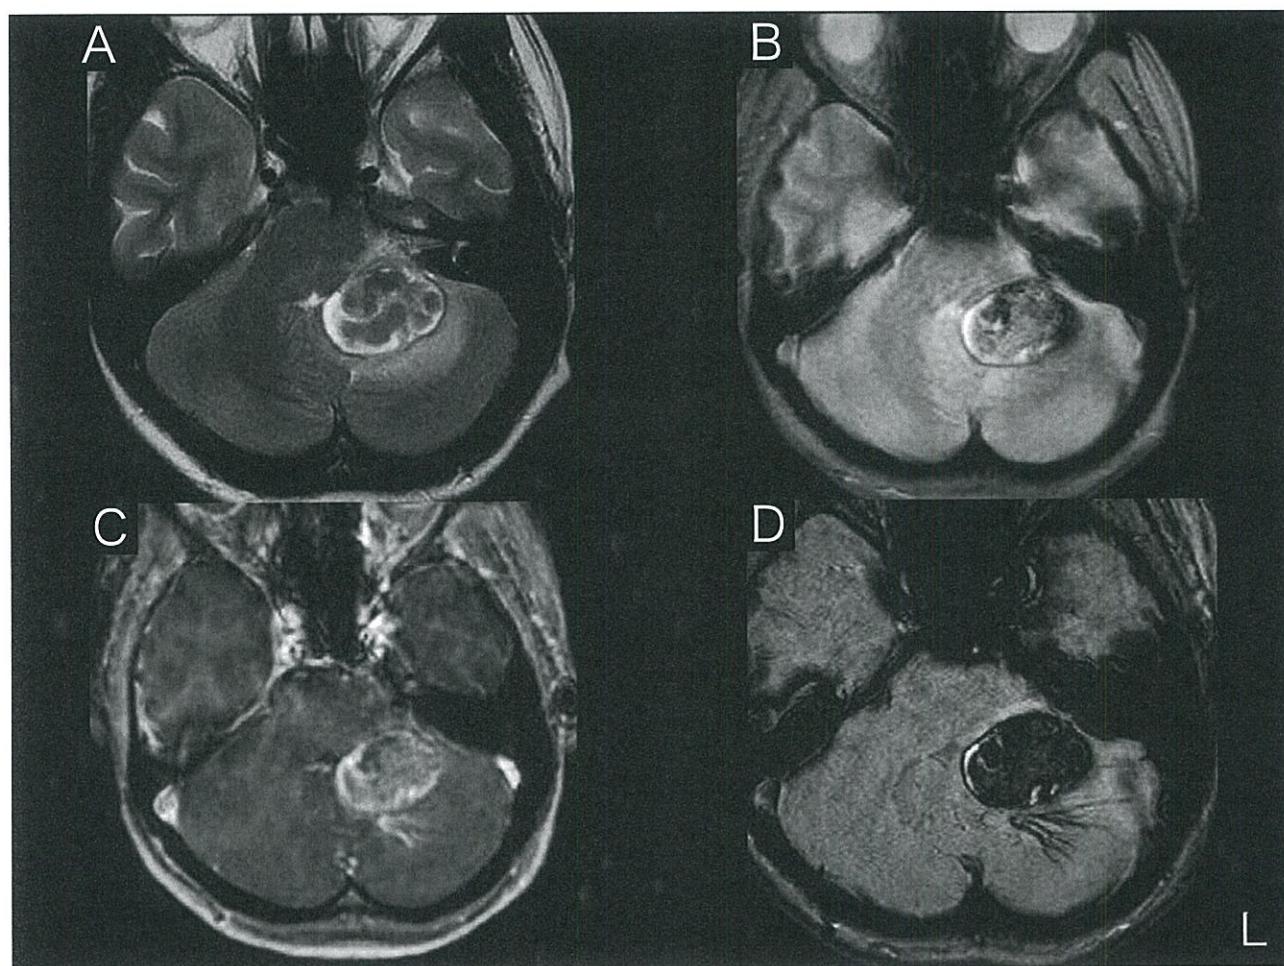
The axial T2-weighted image (A) and T2 star weighted image (B) showing the cavernous angioma in the left cerebellar hemisphere. There is no evidence of other abnormalities. The axial Gd-enhanced T1-weighted image (C) and susceptibility-weighted image (D) showing the DVA adjacent to the cavernous angioma.
